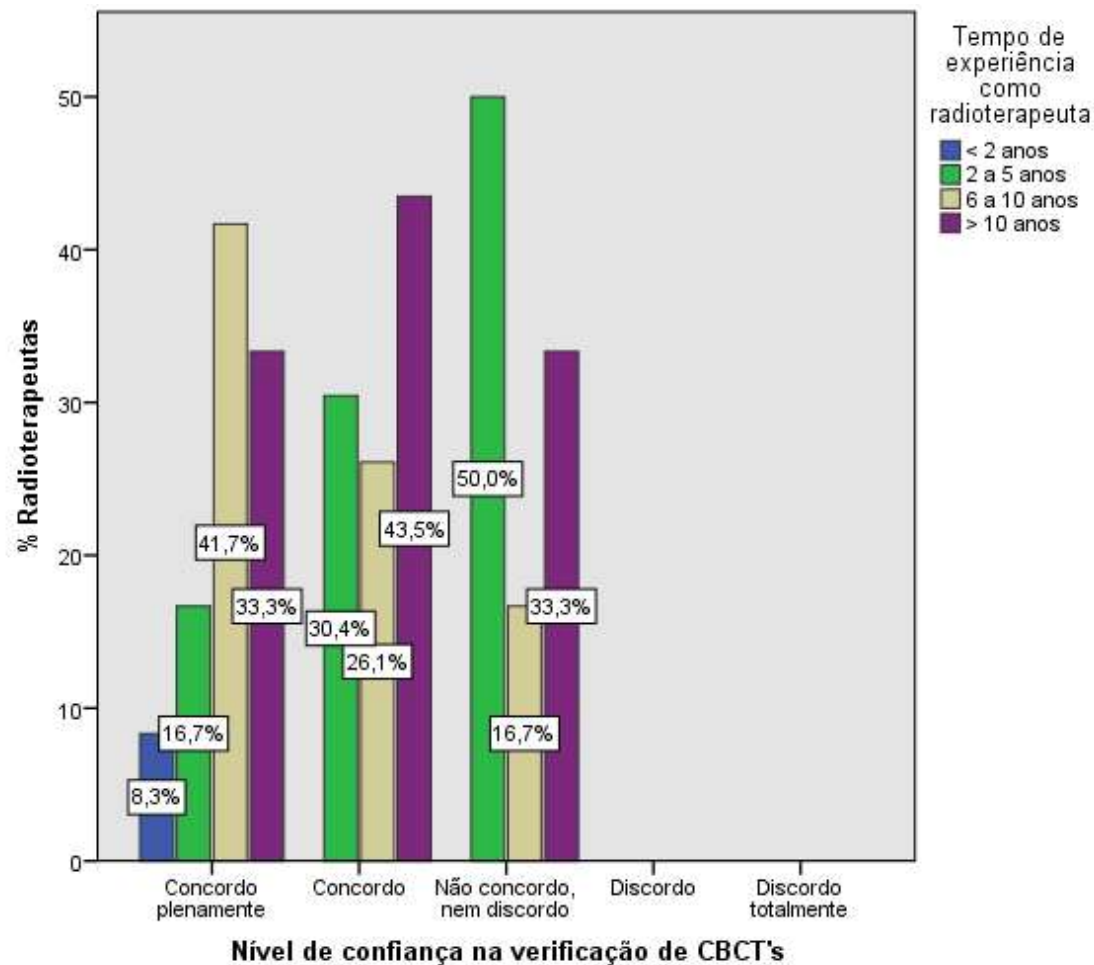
Associação entre o nível de confiança na verificação de imagens de CBCT, após o Programa de Treino, e o tempo de experiência como radioterapeuta (Pearson Chi-Square Test: valor $p = 0,804$)
